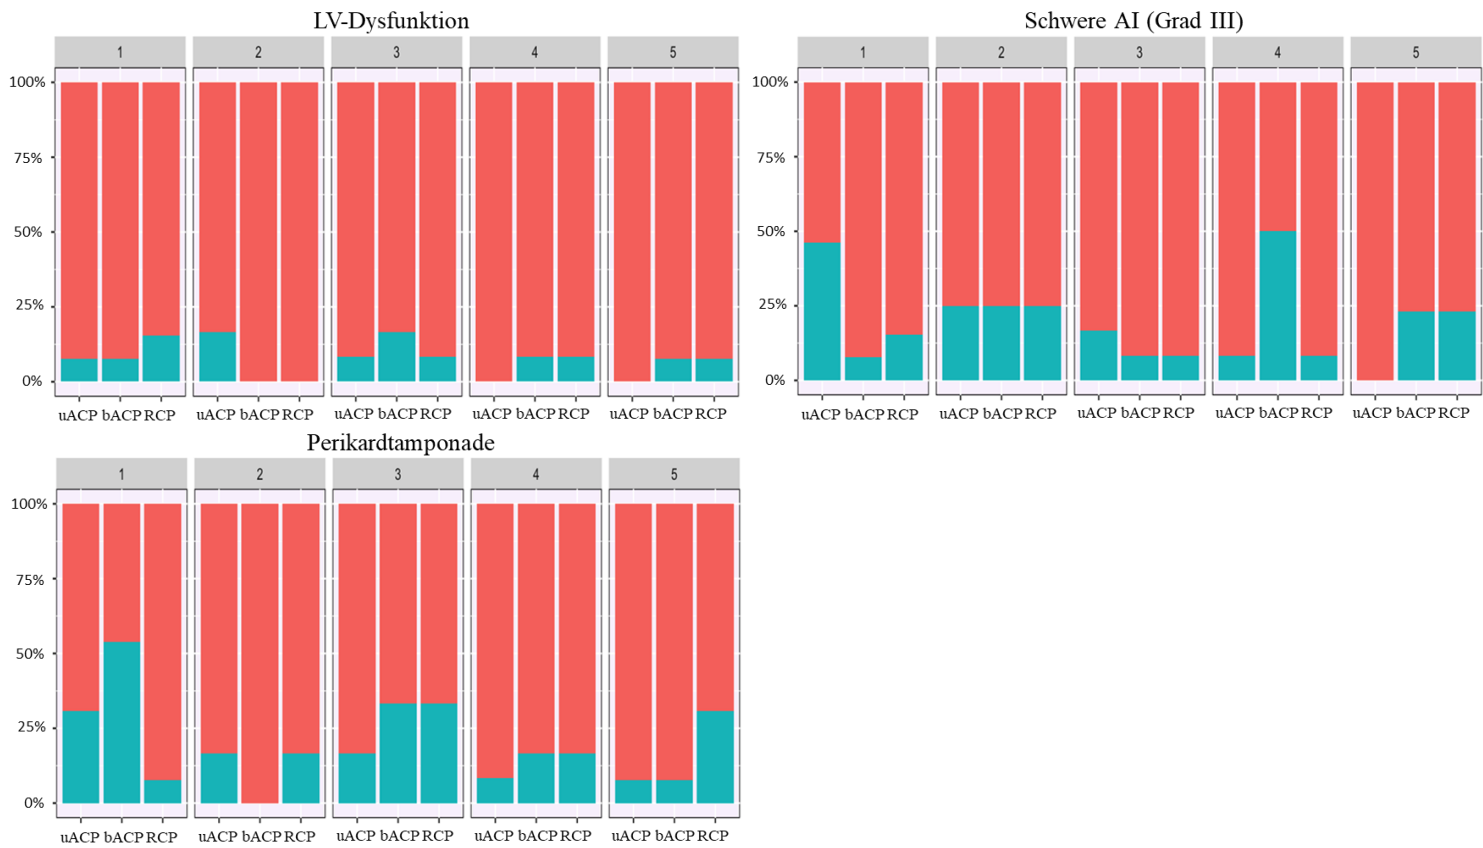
Balance-Plots der echokardiographischen Variablen
